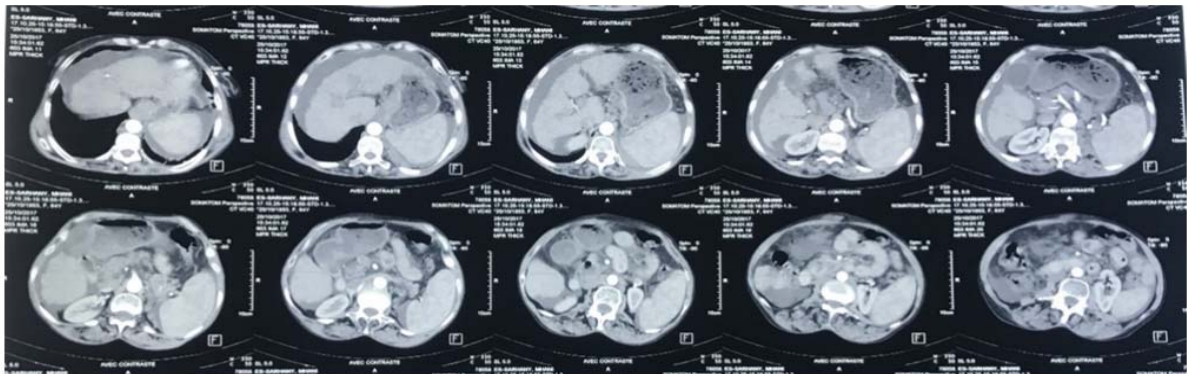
TDM abdominale d'une patiente de notre série objectivant un foie dysmorphique avec hypertrophie du lobe gauche associé a une lésion nodulaire du segment V du foie évoquant un CHC
